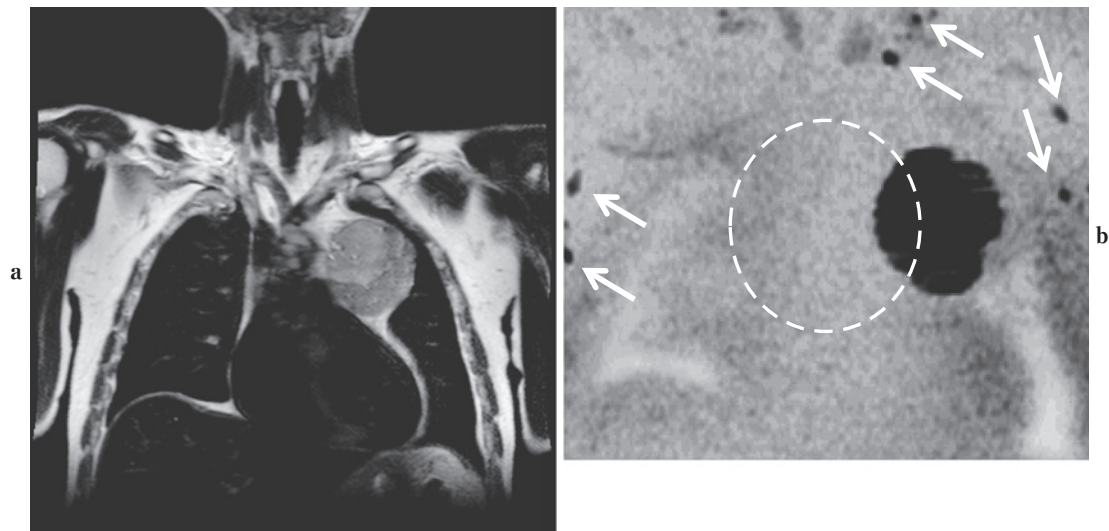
a. T2-weighted SSTSE coronal image. b. Diffusion weighted coronal image (inverted contrast). A 58-year-old male having a thymoma in the anterior mediastinum. As shown on Figure 7c, normal lymph nodes are hyperintensely depicted on DWI. In this case, some small normal-sized lymph nodes were shown in the neck and bilateral axillae (arrows) on b, however, it was quite strange that b failed to depict any normal lymph nodes in the mediastinum (dotted circle). This phenomenon was due to the violent pulsation movement of the heart and pulmonary artery decrease the signal intensity of the mediastinal lymph nodes around themselves. Originally, DWI has high usefulness in the detection of lymph nodes, however, this is not applied in the chest.
